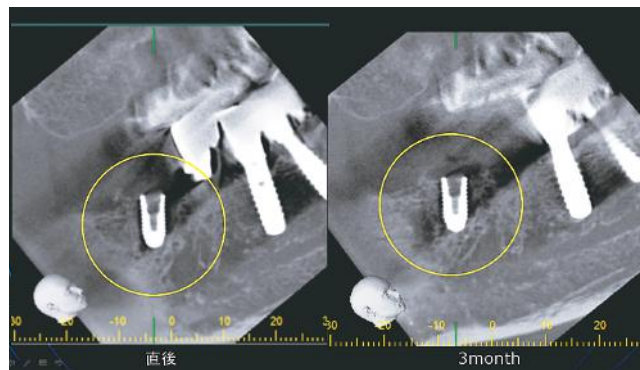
3 か月後 CT 所見で骨再生を確認した。
